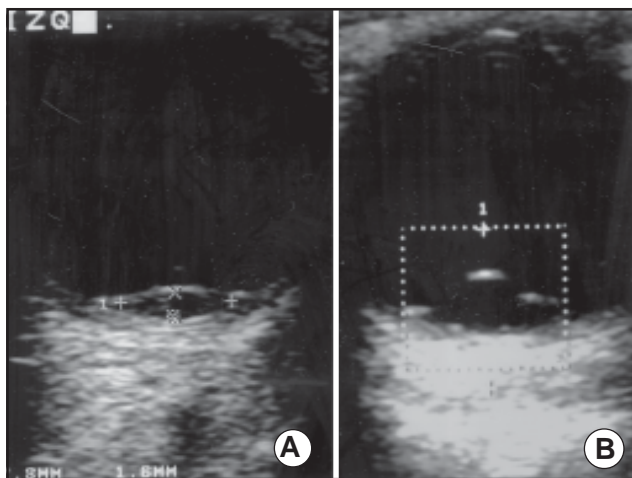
Ecografía de melanoma postradioterapia. A. Marcada disminución de la ecogenicidad. B. Desprendimiento de retina asociado.
